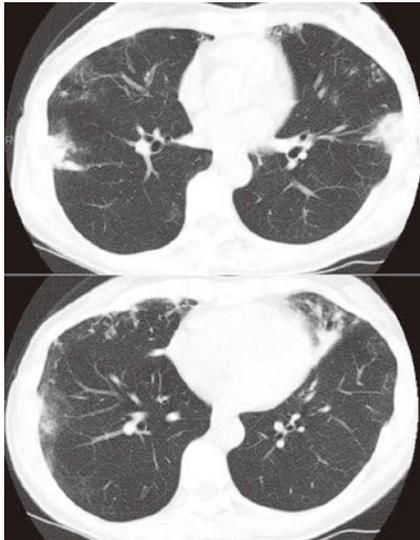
Chest computed tomography (CT) before treatment showed patchy consolidation, granular shadows, and bronchiectasis in both lungs.
